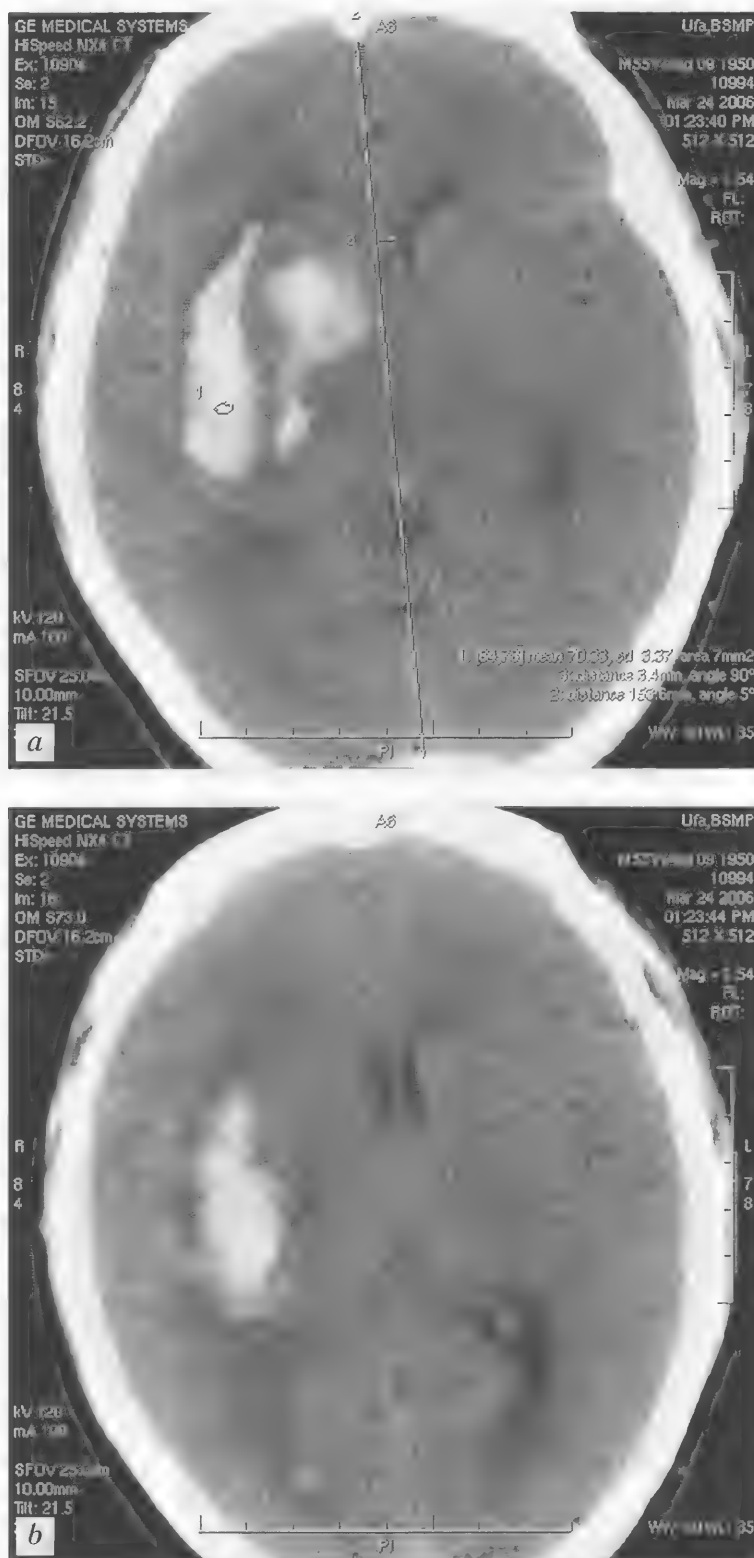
Больной С., 55 лет. Гипертензивное паренхиматозно-вентрикулярное кровоизлияние с формированием внутримозговой гематомы смешанной локализации в правом полушарии мозга. Боковой дислокационный синдром III степени. КТ — а, б
